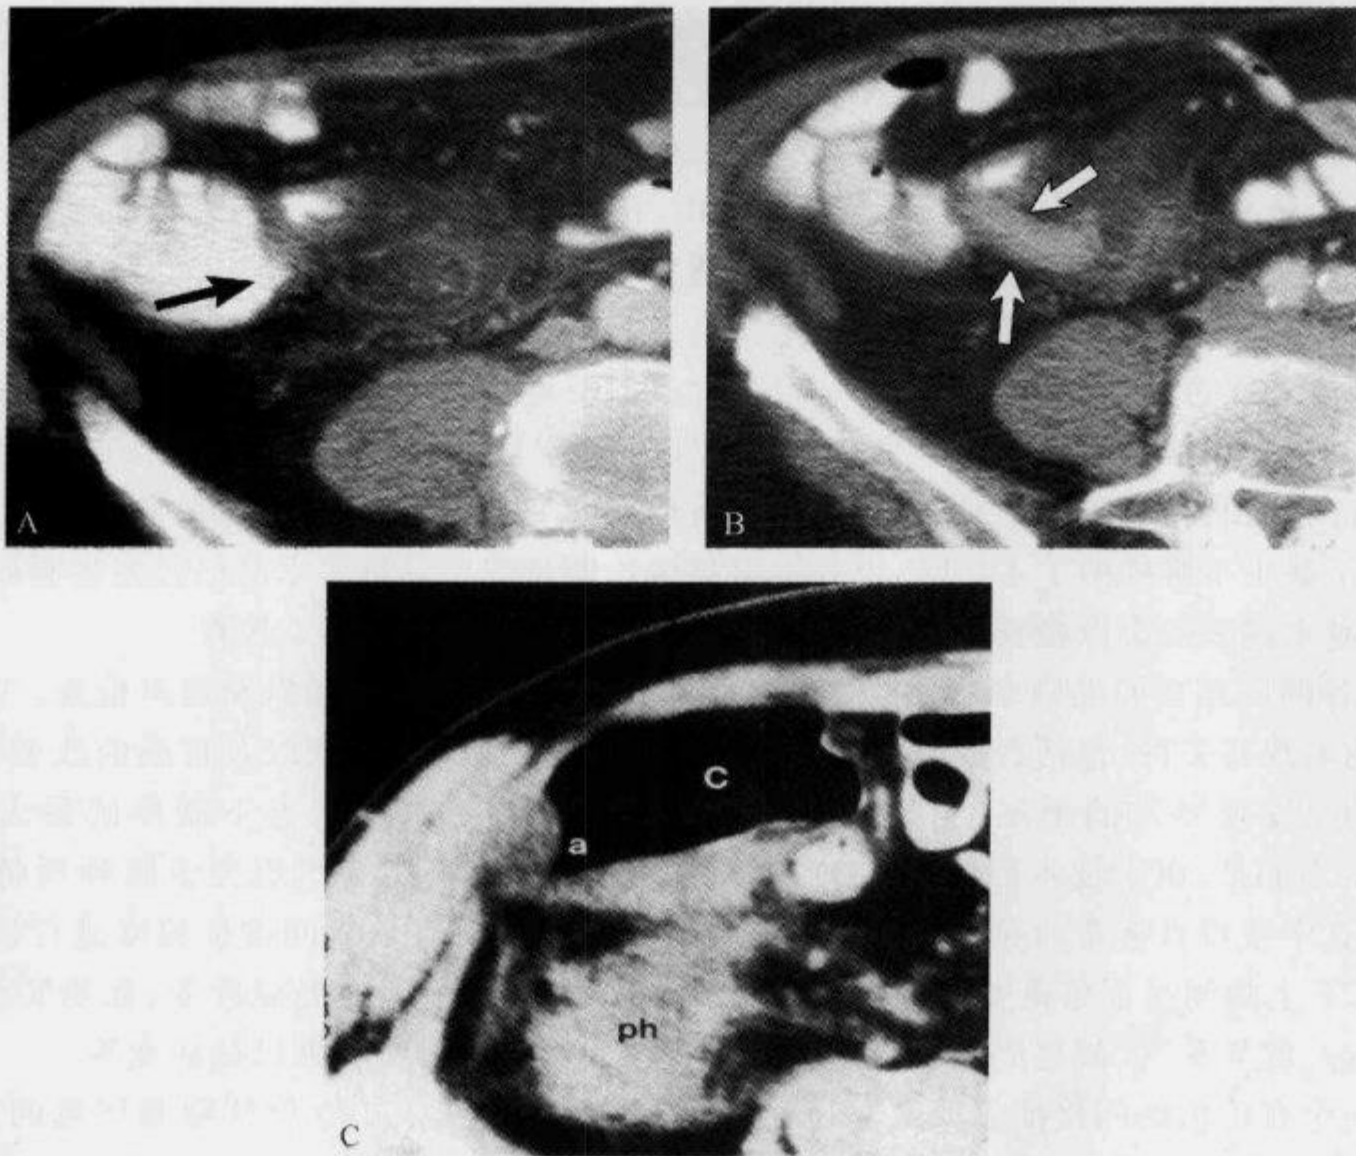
阑尾炎,横断 CT 扫描示“箭头征”
